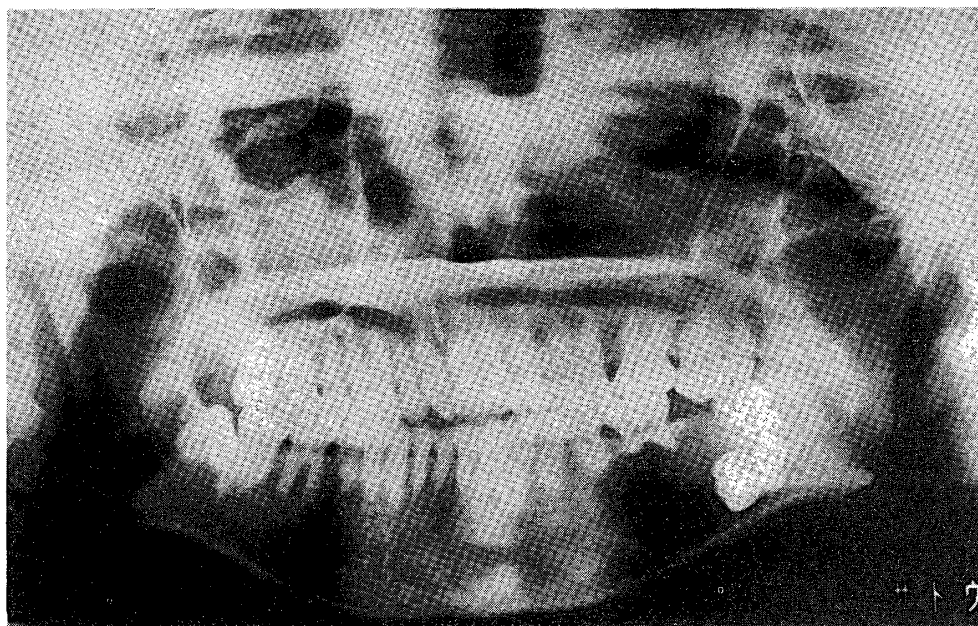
エナメル上皮歯牙腫の1例（境界明瞭な単胞性X線透過像を示す。埋伏歯の歯冠周囲に散在性の石灰化像が認められる。）
